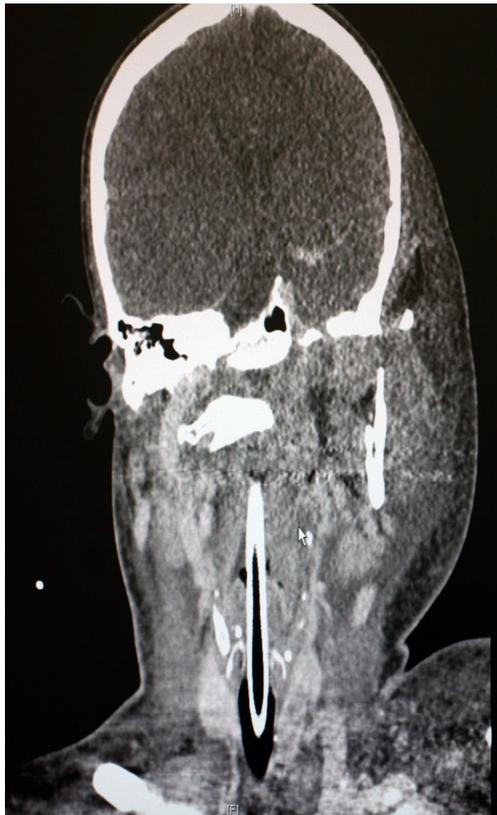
Die CT zeigt die massive phlegmonöse Infiltration des Weichgewebes der linken Gesichtshälfte nach Zahnentfernung 28 (Patientin wurde 2012 im CVK stationär chirurgisch therapiert)
